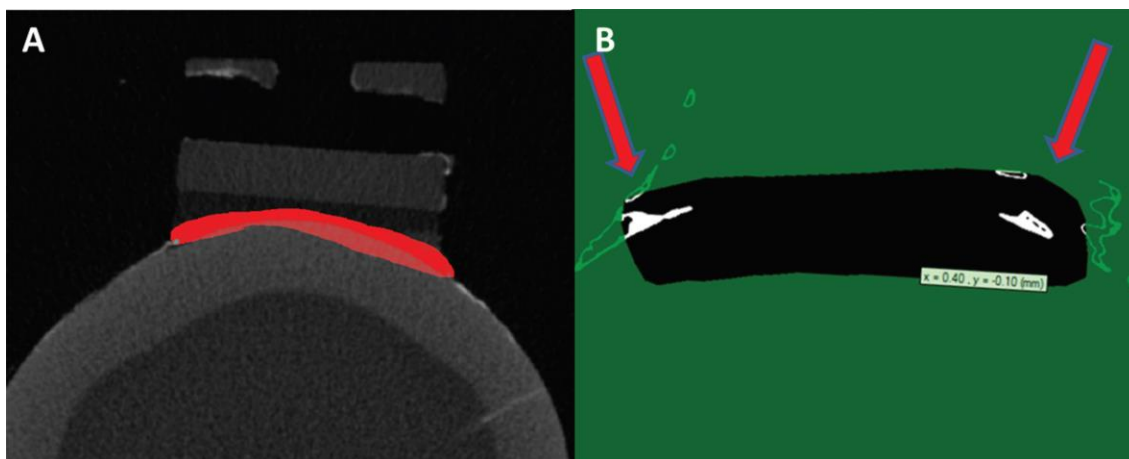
A) seleção da área para avaliar ocorrência de micro-infiltração (micro-tomografia computurizada); B) As setas indicam zonas de micro-infiltração.
